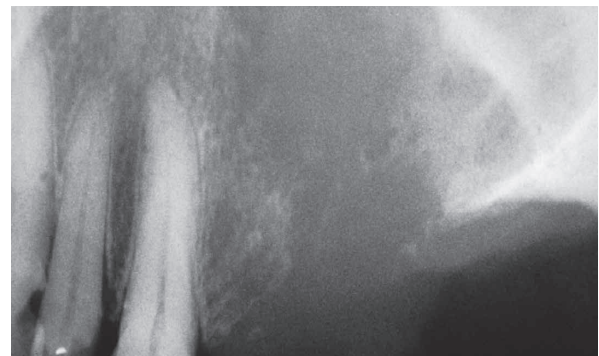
Carcinoma de seno maxilar en un corte de radiografía panorámica.
